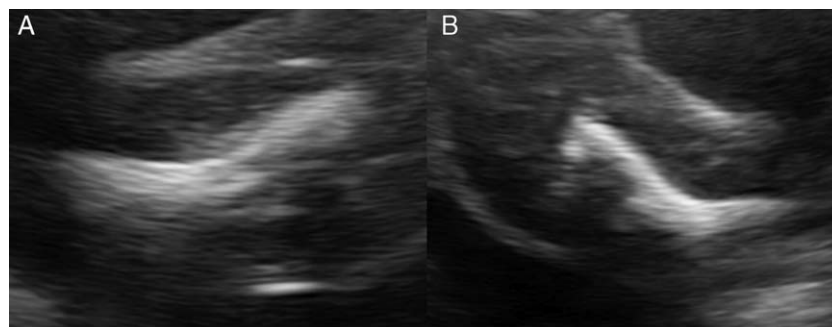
Caso 1. A) Fractura ósea. Ecografía bidimensional. B) Fractura ósea. Ecografía tridimensional.Caso clínico 1
